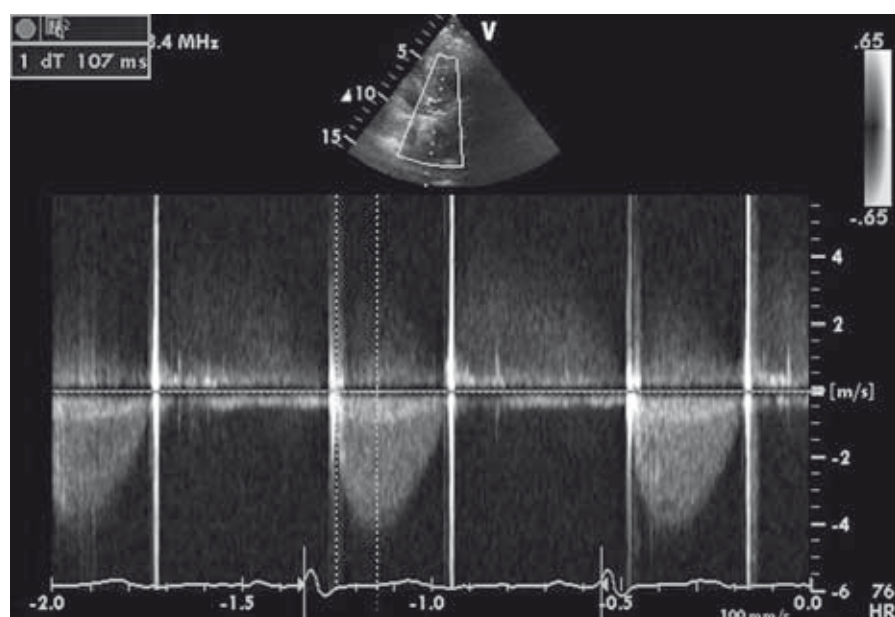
Finestra apicale 4c. Al Doppler continuo: aumento della velocità di flusso con valori di velocità massima di 4,23 m/s e aumento del tempo di accelerazione con $T_{acc} Ao > 100$ ms.
